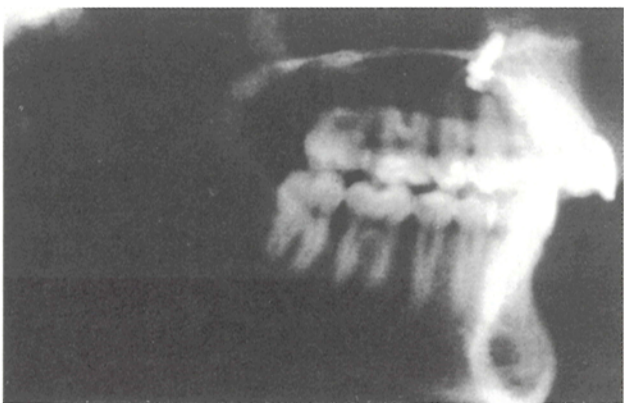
Fernröntgenseitenbild direkt nach Insertion des Orthosystems: Die säuregeätzte Basis des scheibenförmigen Implantatalses liegt dem knöchernen Gaumen auf; dadurch zusätzliche Stabilität der Fixtur (Drehmomente, Scherkräfte).
